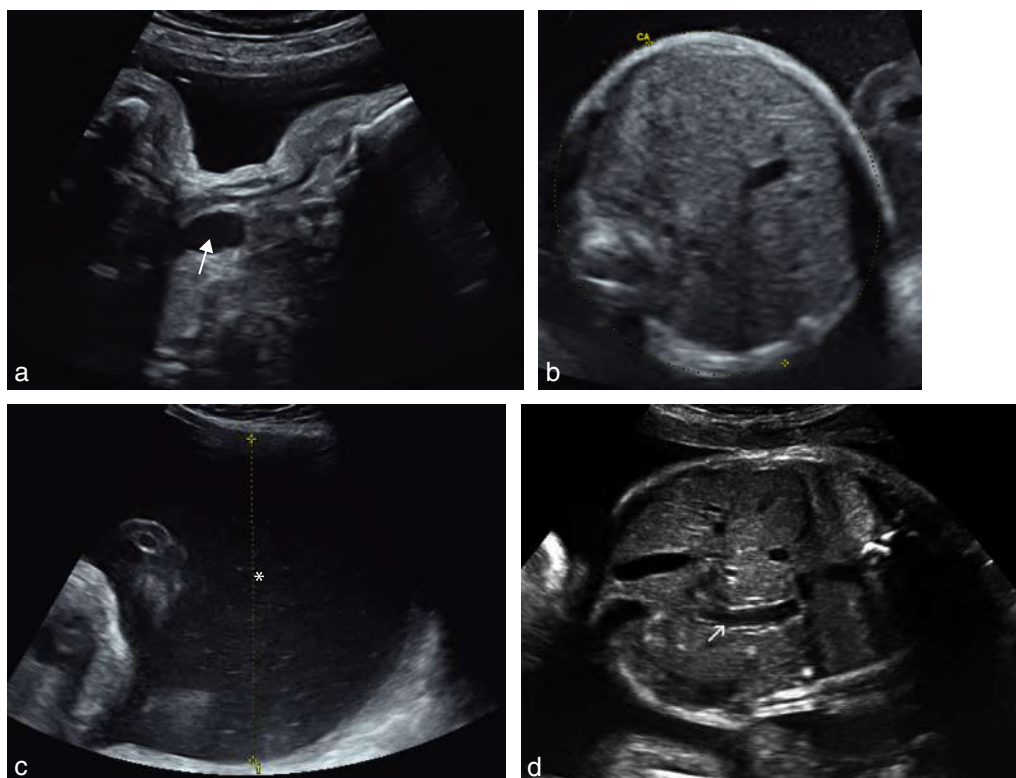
Atrésie de l'œsophage. a. 33 SA. Dilatation du cul-de-sac œsophagien au niveau cervicothoracique haut (→). b. Coupe transversale abdominale du même fœtus. L'estomac n'est pas vu. c. Hydramnios avec une plus grande citerne mesurée à 135 mm (*). d. Estomac (→) visible, mais décrit comme peu rempli à chaque échographie, associé à un hydramnios.
